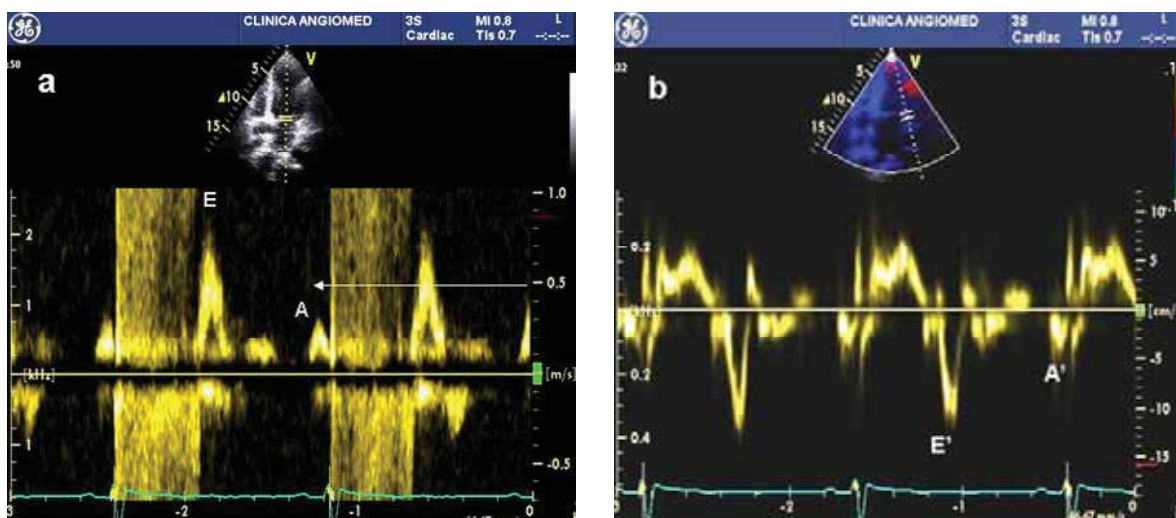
a,b. a. Doppler spectral la nivelul valvei mitrale, evidențiind unda A cu viteză mică, cu raport E/A crescut. Unda E are viteză mare, datorită insuficienței mitrale. B. Doppler tisular la nivelul inelului mitral lateral. Unda A' are viteză mică. Raportul E/E' este 7, sugerând presiuni de umplere normale
